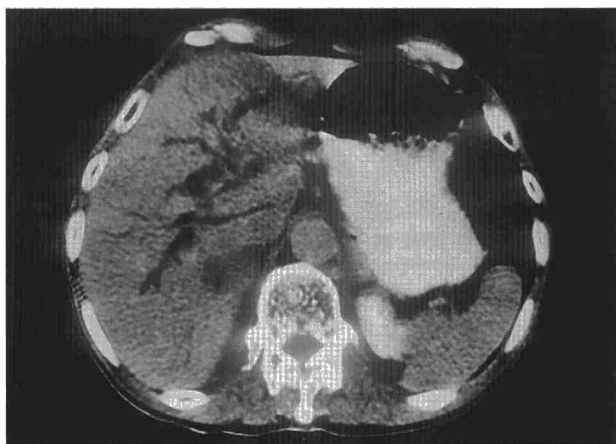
Tomografía axial computarizada abdominal. Puede observarse una gran dilatación de la vía biliar intrahepática, secundaria a la compresión de la vía extrahepática.
